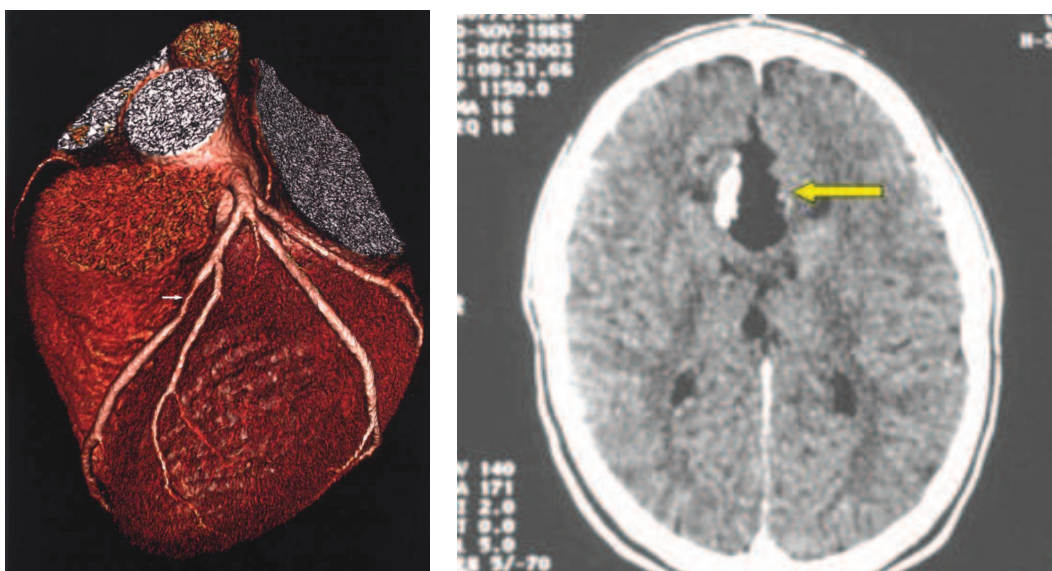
Due esempi di applicazione della TC. A sinistra ricostruzione tridimensionale che evidenzia il tratto prossimale dell'aorta ascendente e tutte le arterie coronarie. A destra TC che rileva un tumore cerebrale
